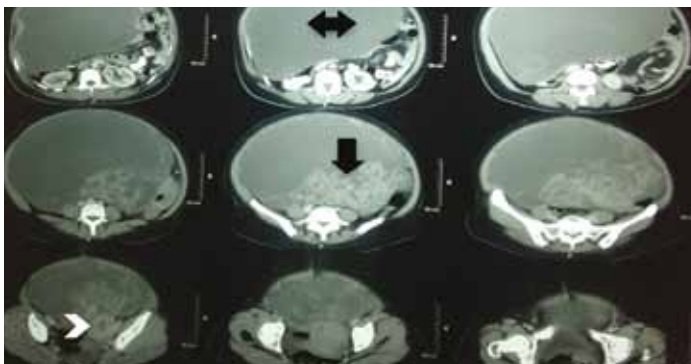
Los cortes axiales de la tomografía helicoidal contrastada muestran la zona quística del mioma uterino (flecha negra derecha e izquierda), el área sólida multilobulada (flecha negra abajo) y el útero (cabeza de flecha blanca).
